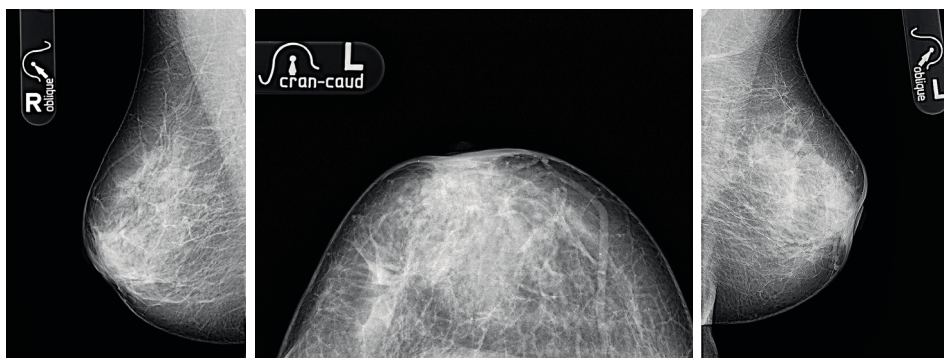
Рентгенограммы обеих молочных желез. Плазмоклеточный мастит левой молочной железы
